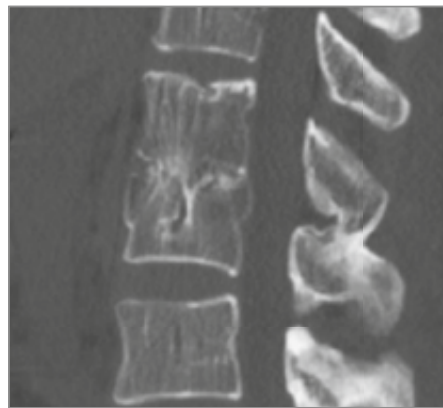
Die CT-Kontrolle nach Metallentfernung zeigt eine erfolgreiche 360°-Fusion nach TLIF-Technik
